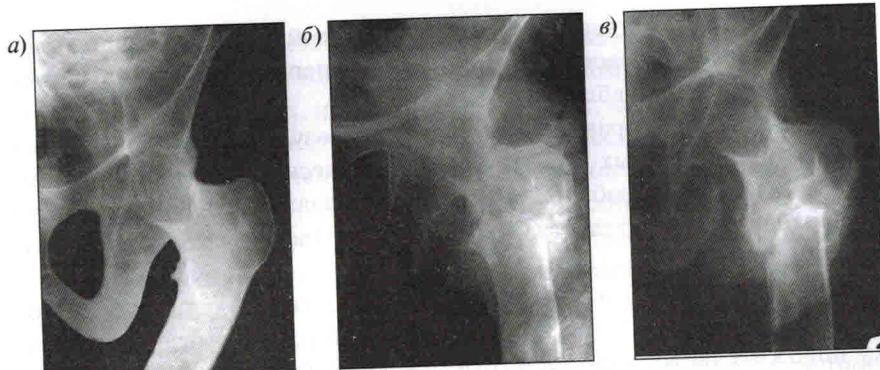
Рентгенограммы больного К., 47 лет: а — истинный костный анкилоз капито-ацетабулярного типа в порочном положении конечности; б — непосредственный результат после подвертельной остеотомии левого бедра; в — отдаленный результат через 7 лет после операции (пояснение в тексте)
